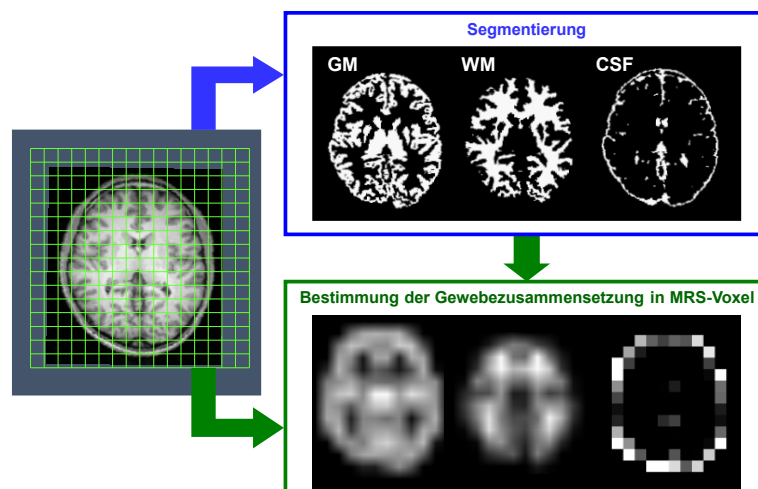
Bearbeitungsschritte zur Ermittlung der Gewebekomposition der MRS-Voxel. Segmentierung der MRT-Daten in graue Hirnsubstanz (GM), weiße Hirnsubstanz (WM) und Liquor (CSF) und Bestimmung der relativen GM, WM und CSF Volumenanteile in den einzelnen CSI-Voxeln.
